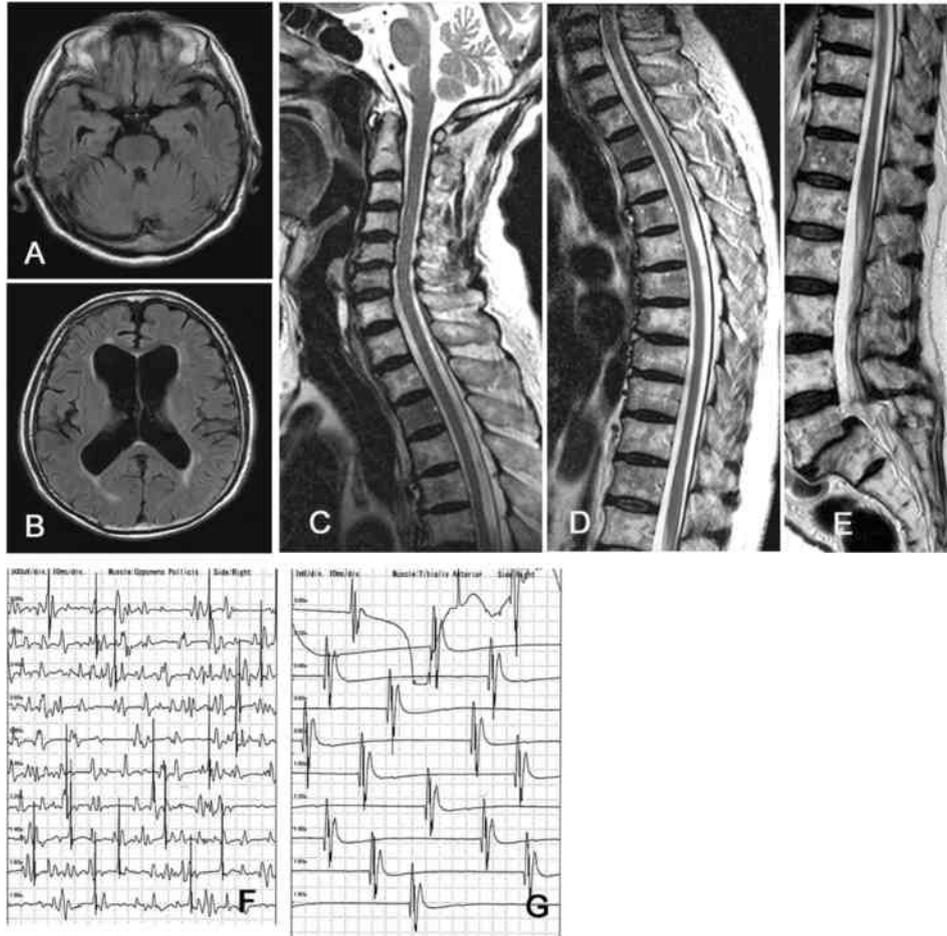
症例1。A, B, 頭部 MRI：水頭症あり，脳占拠病変と異常信号なし。C, D, E, 脊椎 MRI：腰椎ですべり症。脊柱管狭窄や脊髓高信号変化なし。F：拇指内転筋，G：前脛骨筋：針筋電図：右上下肢被検筋で巨大電位，多相性電位あり。
